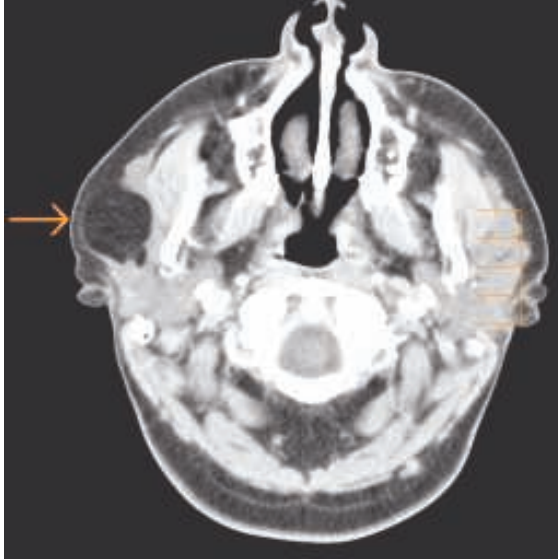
Aksiyel BT de sol parotis bezi derin lobunda düzgün sınırlı hipodens kitle lezyonu izleniyor.
